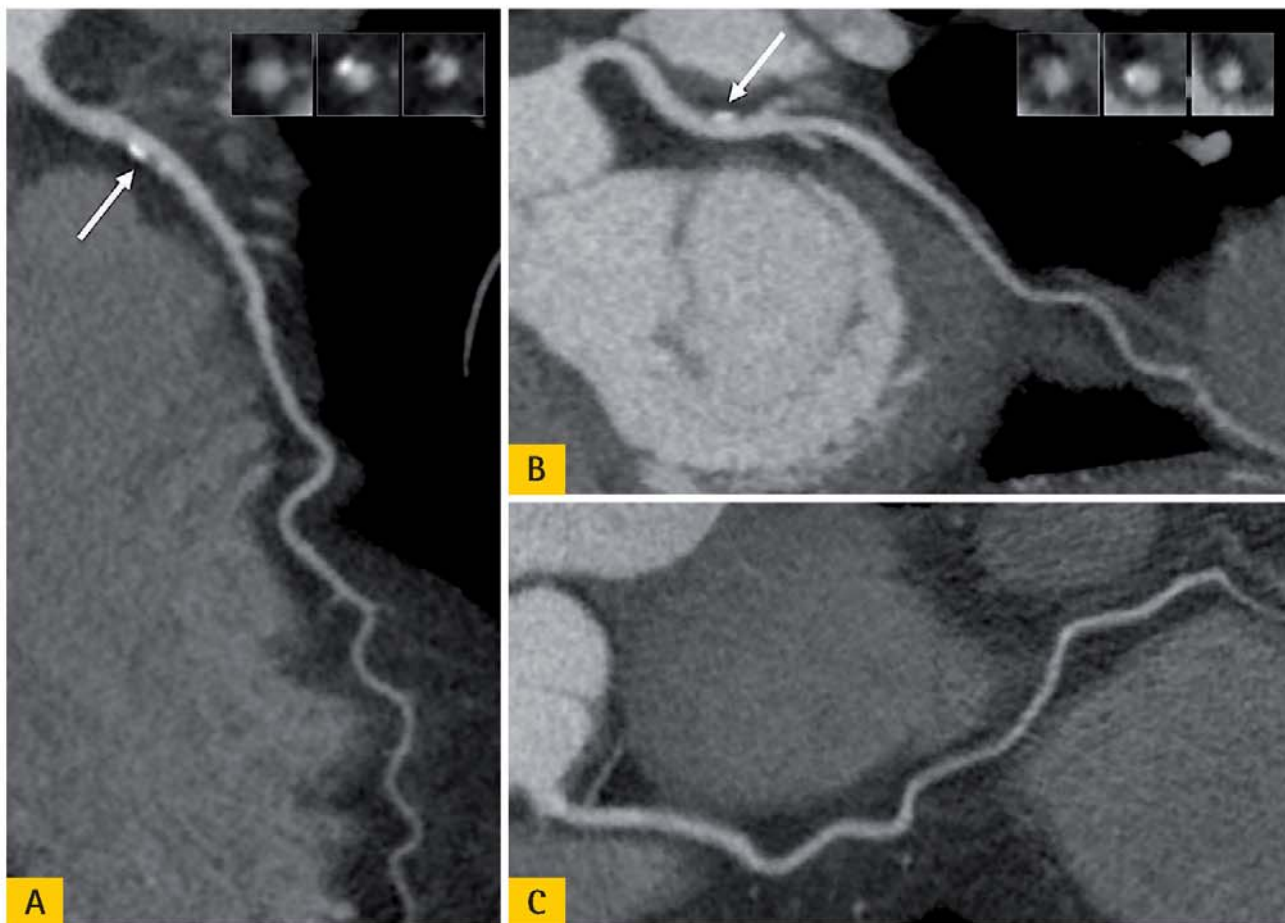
Коронарная ангиография с использованием объёмного динамического 320-срезового КТ сканера у мужчины в возрасте 57 лет, который поступил с атипичной стенокардией, гипертензией, курением в анамнезе и отягощенной наследственностью в плане заболеваний коронарных артерий. На КТ томограммах видны смешанные бляшки без обструкции (комбинация некальцифицированных и кальцифицированных тканей внутри одной и той же бляшки) в левой проксимальной передней коронарной артерии (А, стрелки) и левой проксимальной огибающей коронарной артерии (В, стрелка). В правой коронарной артерии отмечаются небольшие неравномерности стенки (С)
